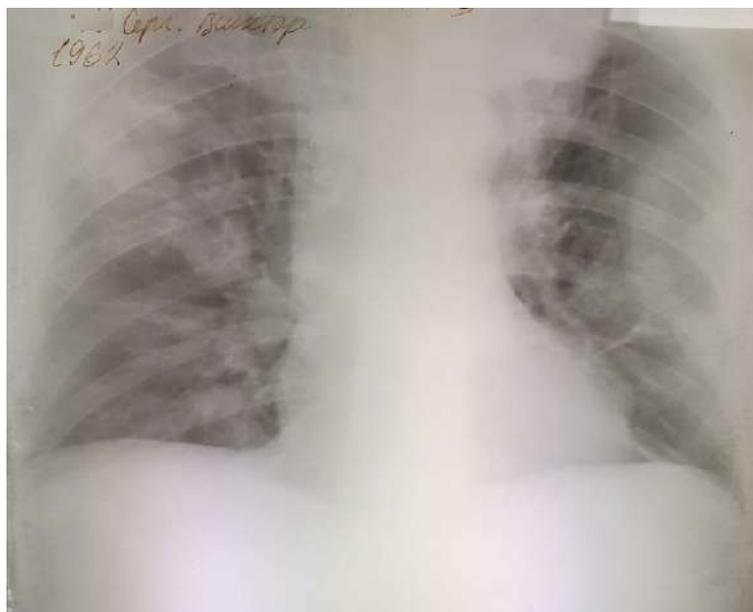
Рентгенограмма ОГК пациента П. (собственное наблюдение)
